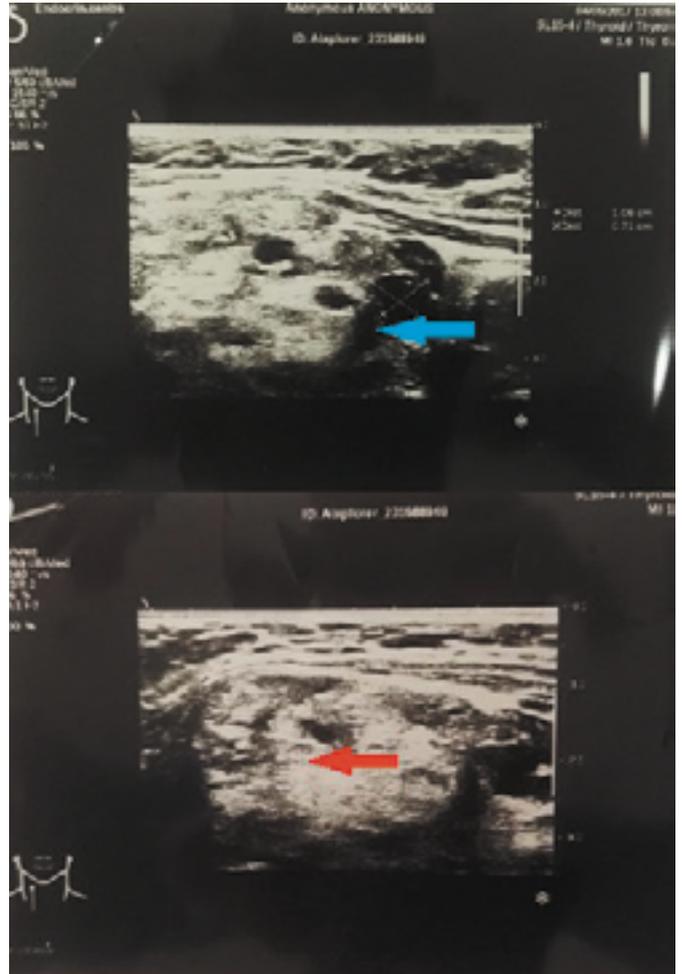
УЗИ щитовидной железы. Синей стрелкой указан «отшнурованный» коллоидный узел, красной стрелкой – интратиреоидная парааденома.
